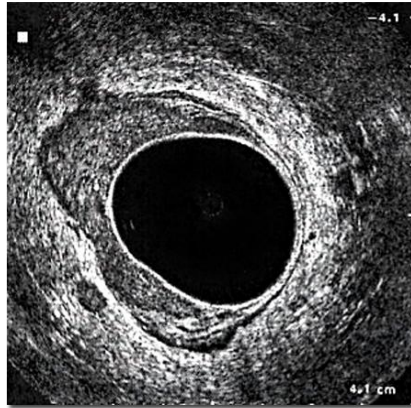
Immagine ecografica di una lesione che invade il grasso perirettale con linfonodi metastatici (uN1).
